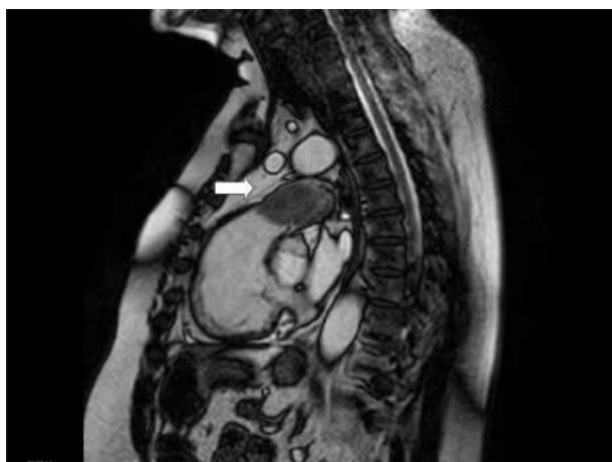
RM torácica (corte sagital), que muestra voluminoso defecto intraluminal con refuerzo variable («seudotrombo») en el tronco común de la arteria pulmonar (flecha blanca).
